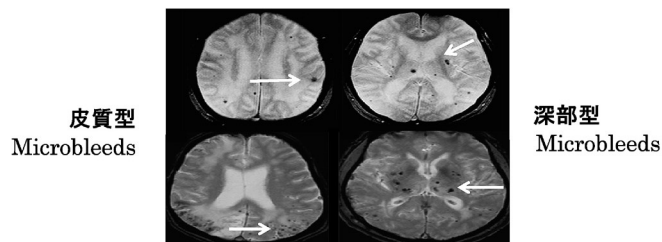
頭部MRI検査を用いた脳内微小出血（Cerebral Microbleeds）の評価
